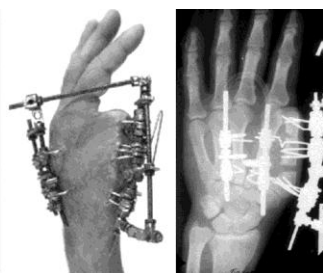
Фотографии и рентгенограммы кисти пациента П., 32 лет, в процессе лечения
